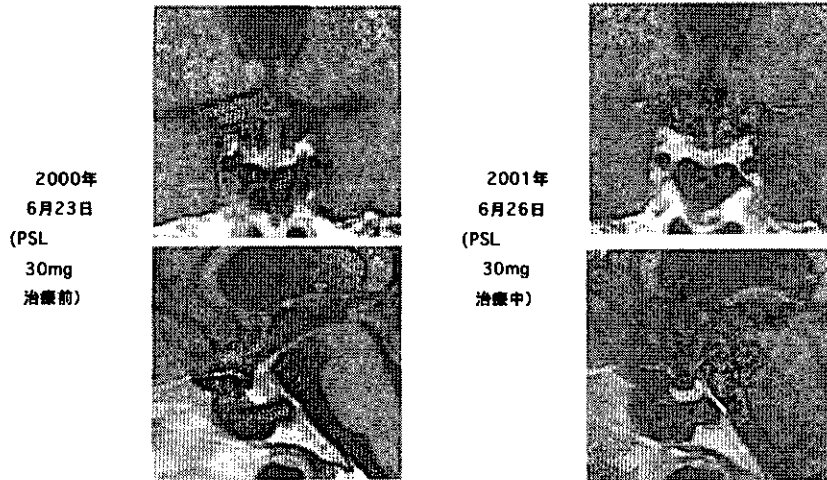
症例2、トルコ鞍部Gd造影MRI T1強調画像
